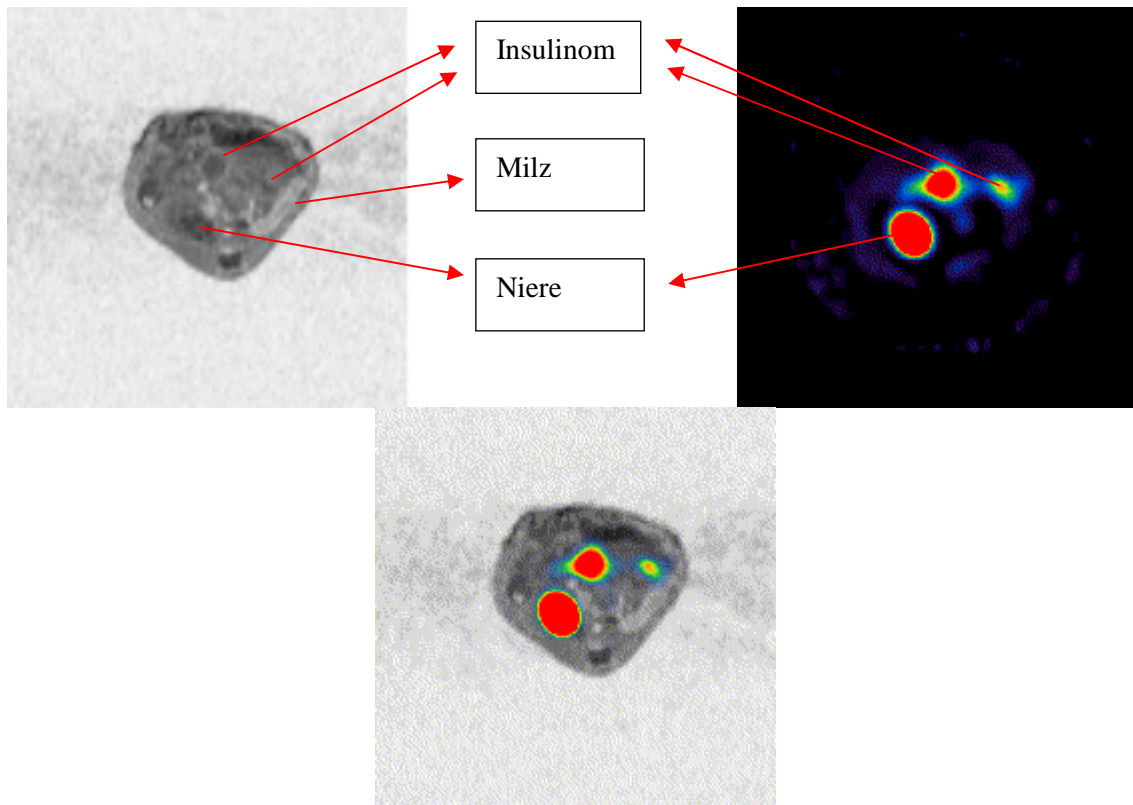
Transversale Schnittführungen von MRT, SPECT, Fusion (t= 4h).
